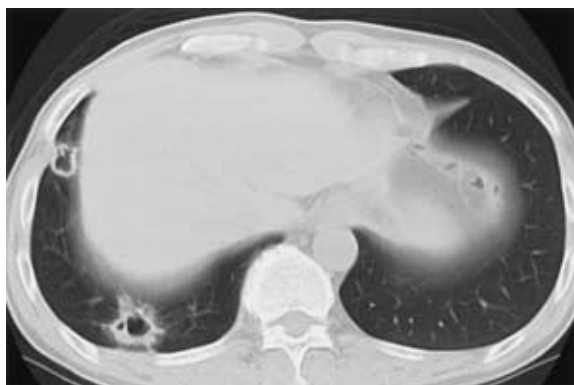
Chest CT scan on second admission showed two nodules in the right lower lobes.
